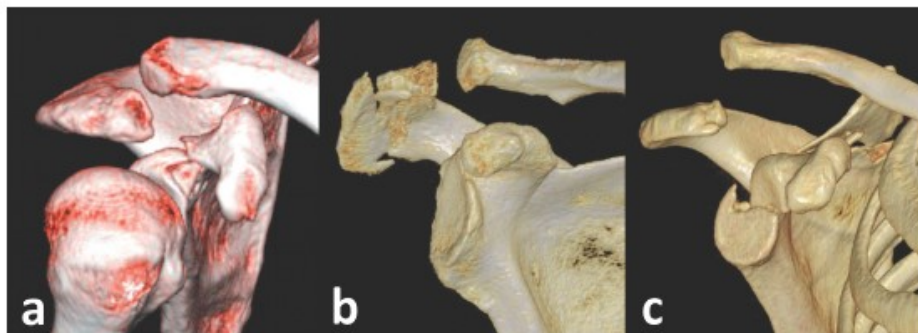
Various types of AC dislocation on 3D CT reconstructions
